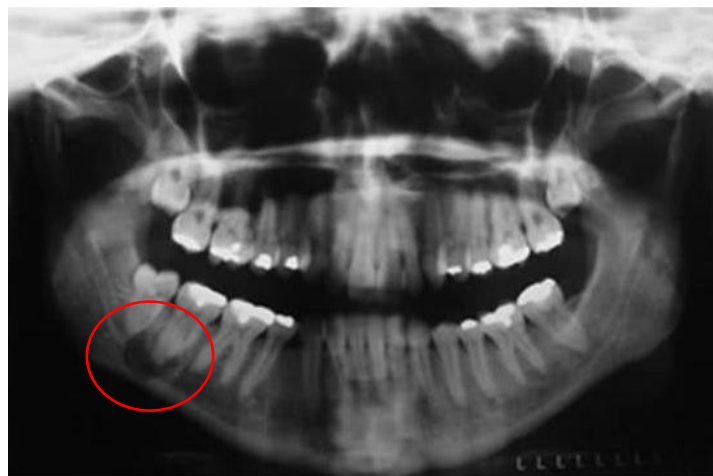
Lesión radiolúcida en la región posterior de la mandíbula del lado derecho, bien definida, unilocular, localizada en la región periapical del 47 y borde inferior de la mandíbula.⁵¹
